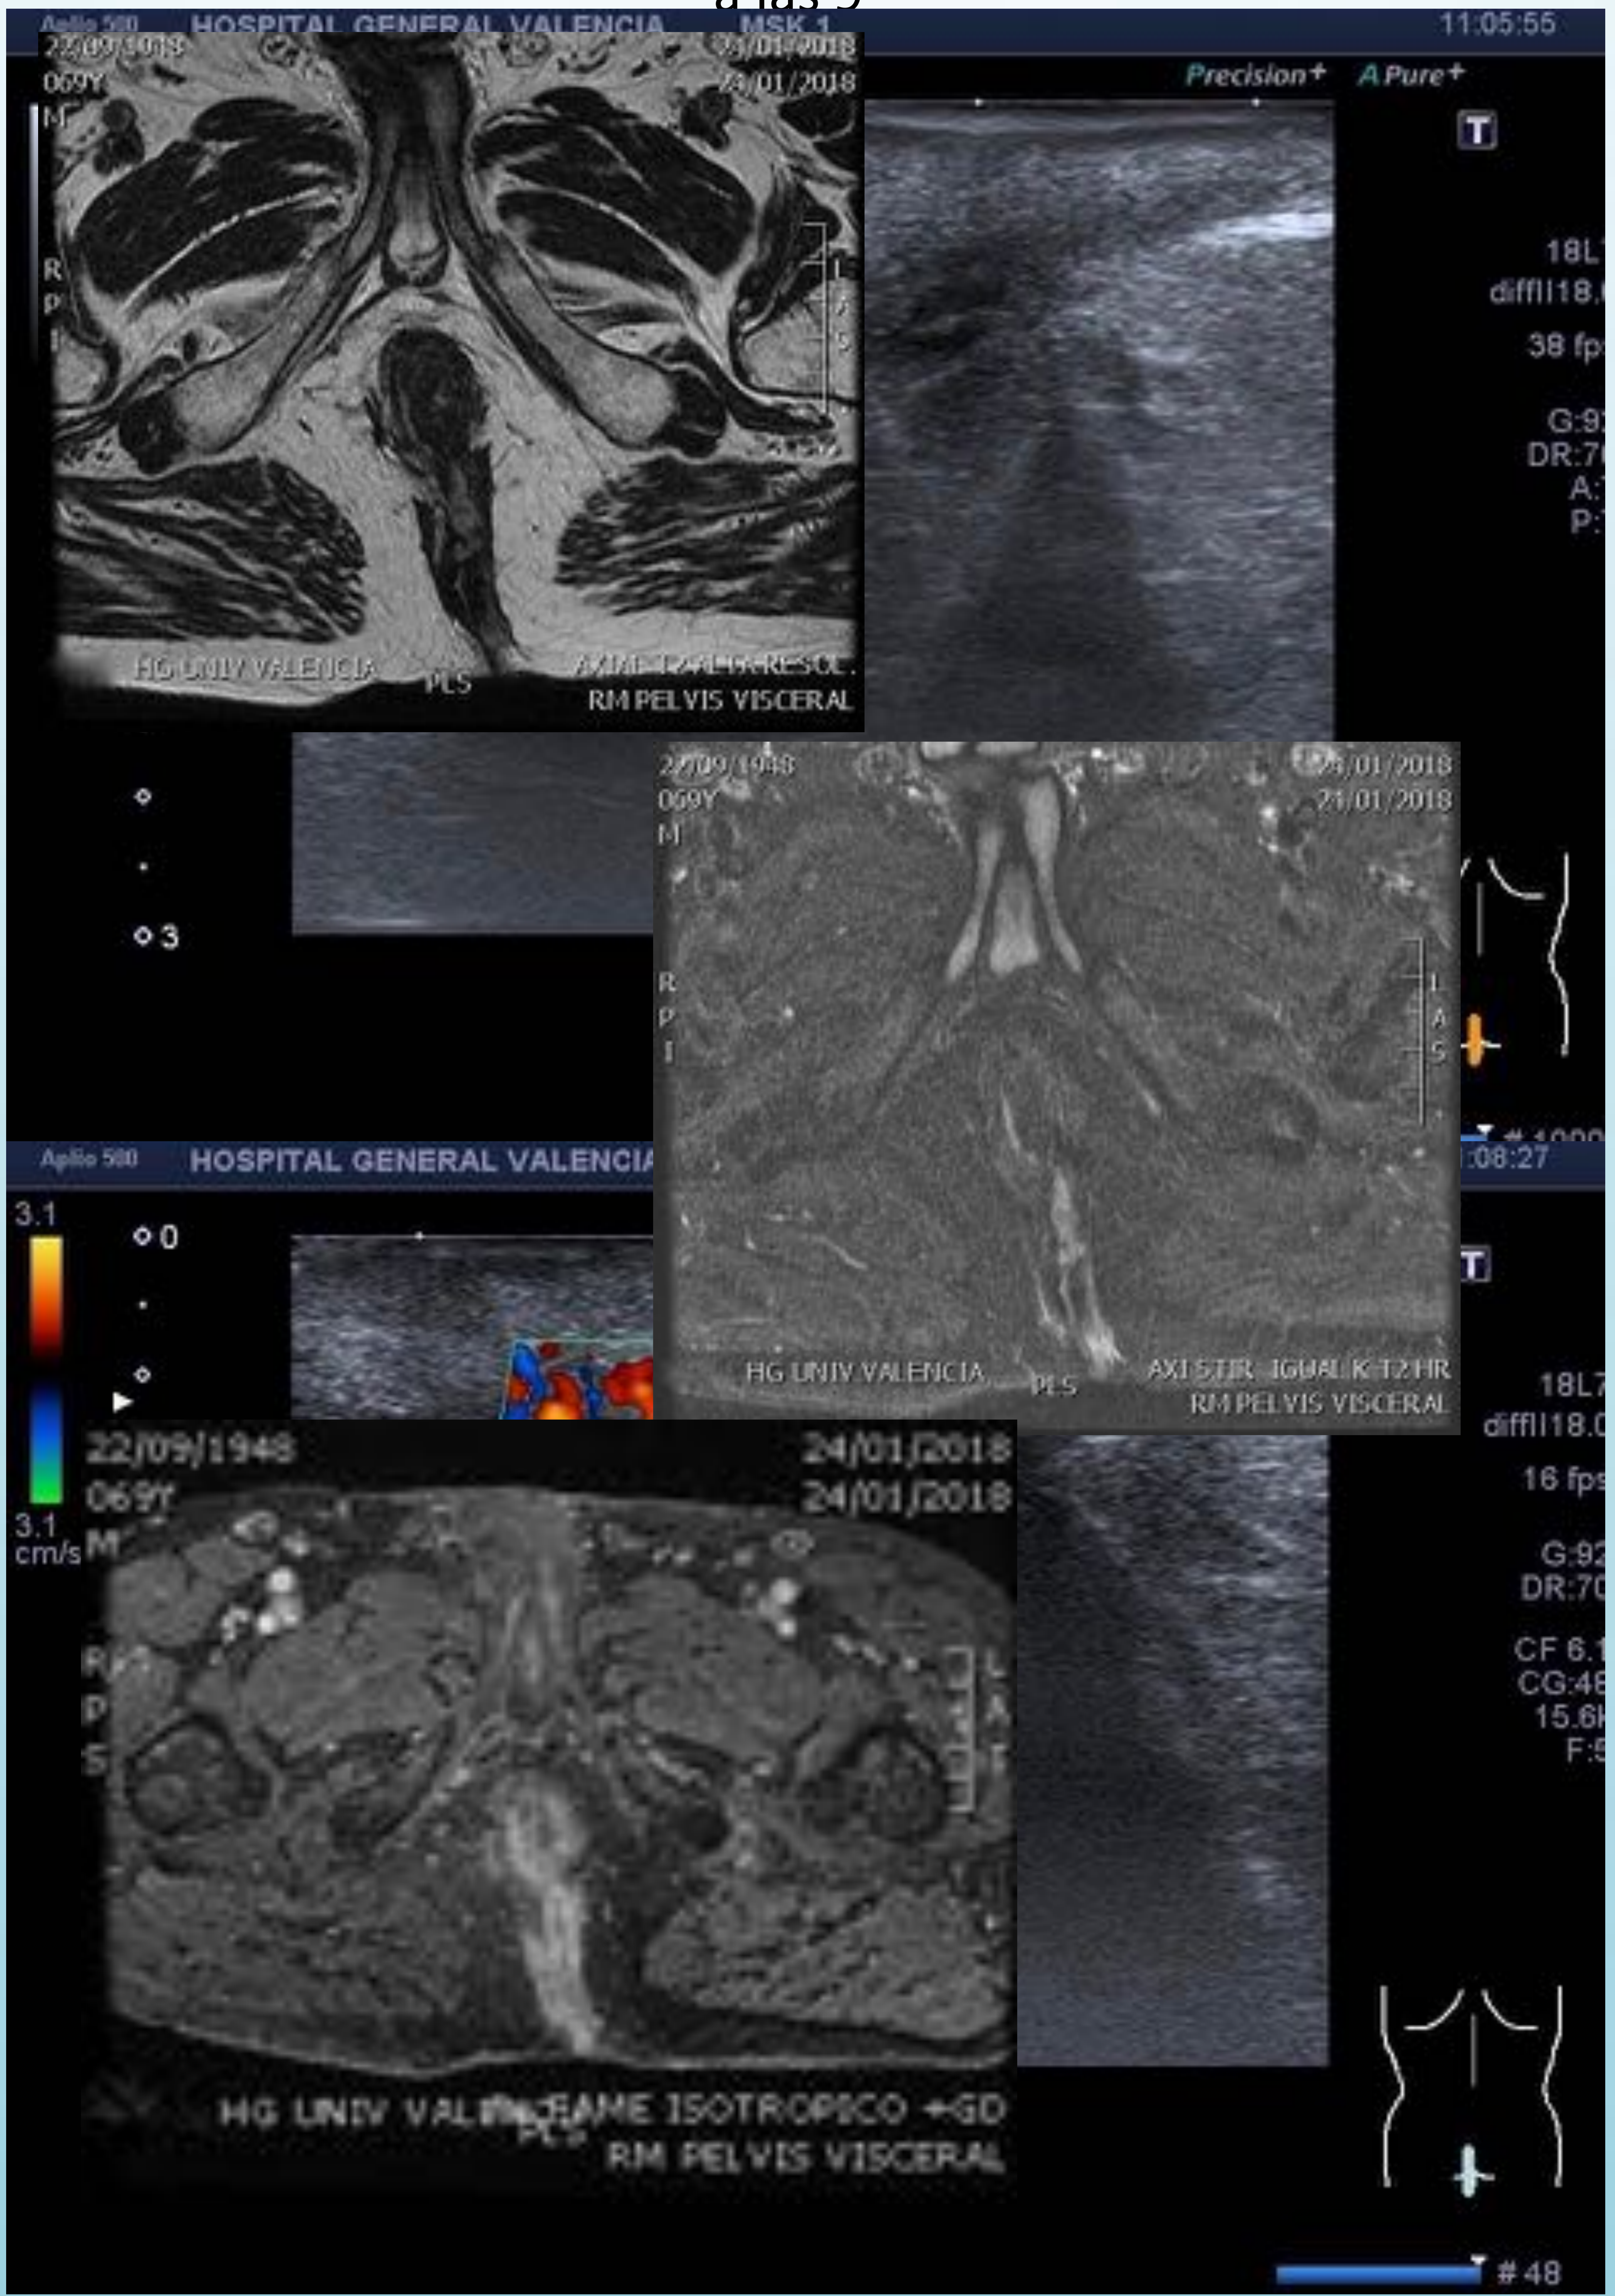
fístula en pliegue interglúteo. La resonancia muestra trayectos que se dirigen en profundidad sin que esté afectado el canal anal
